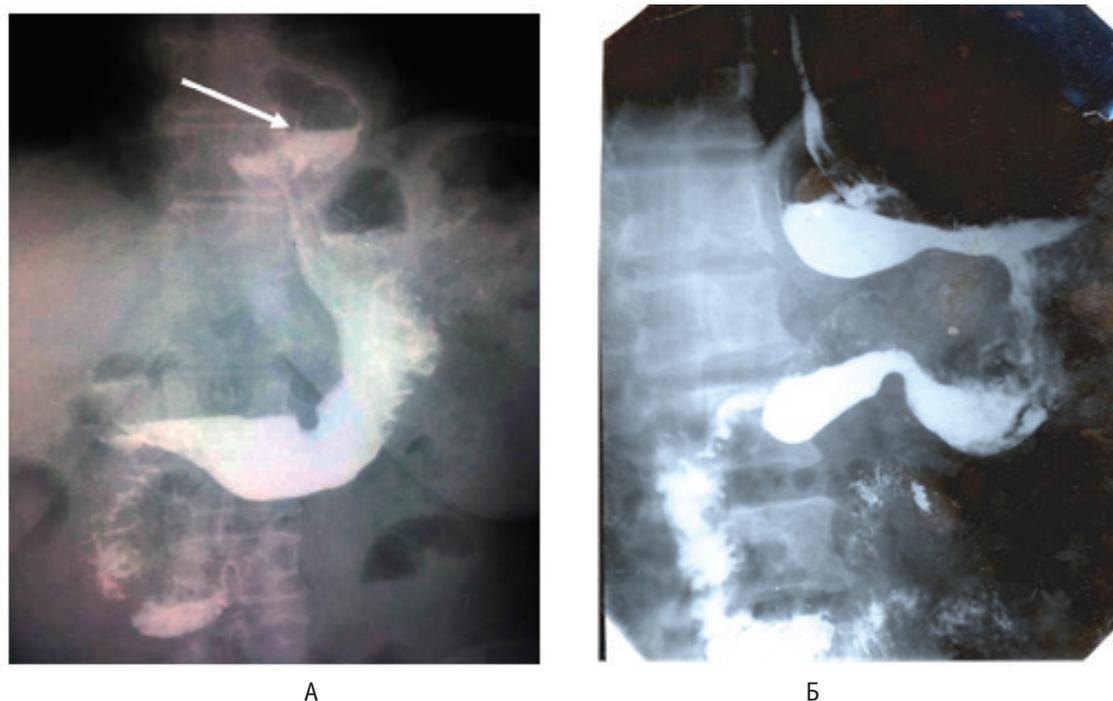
Рентгенография пищевода и желудка больной А. после операции Nissen.
